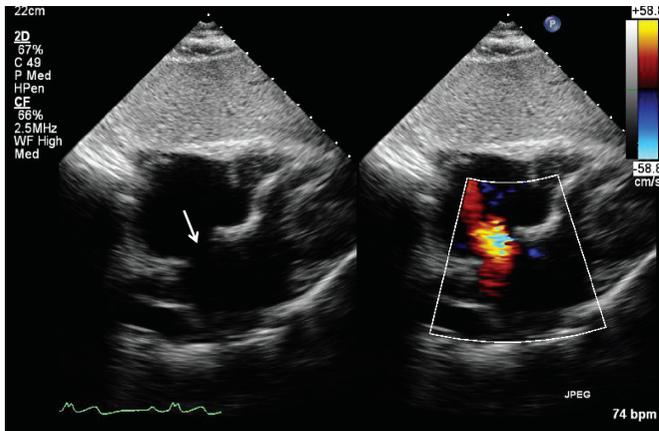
38 大きな二次孔型心房中隔欠損症(矢印) 肋骨下からの画像で、カラー血流 Doppler にて欠損孔を通る血流が認められる(右)。
